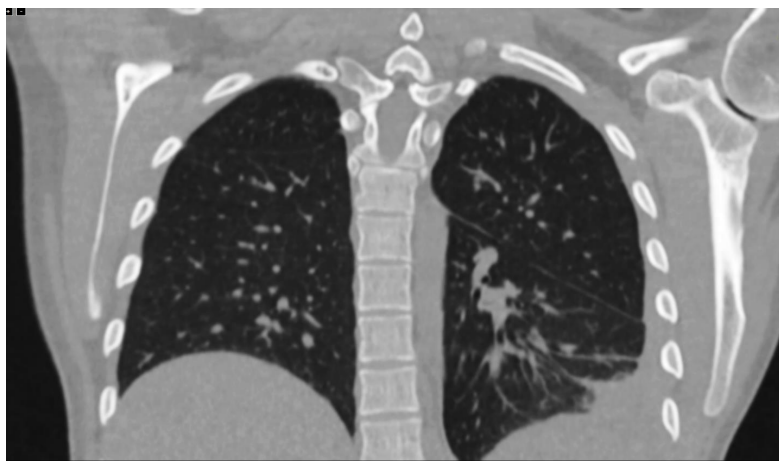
СКТ больной К. от 03.02.22 г.
